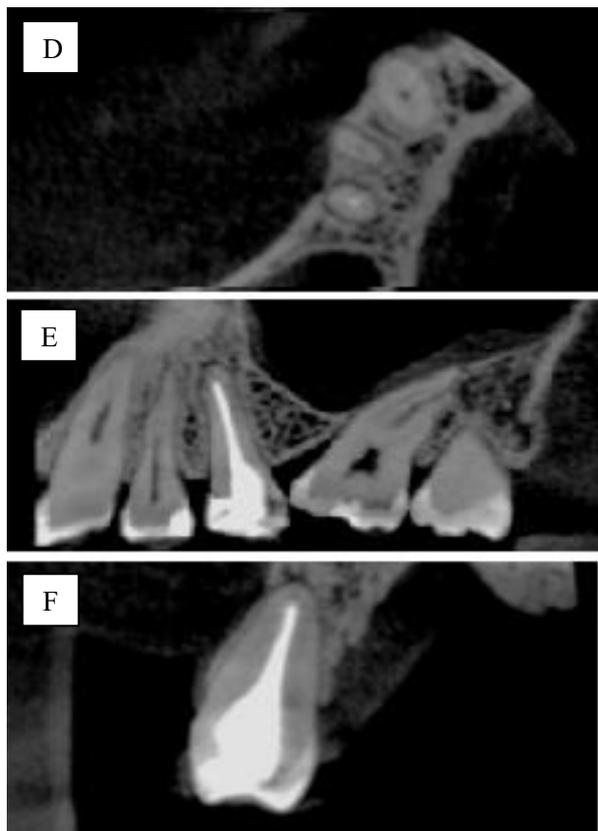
Tomografia computadorizada após 13 meses de proervação do dente 15. D) Corte Axial. E) Coronal. F) Sagital. Fonte: Os Autores.
